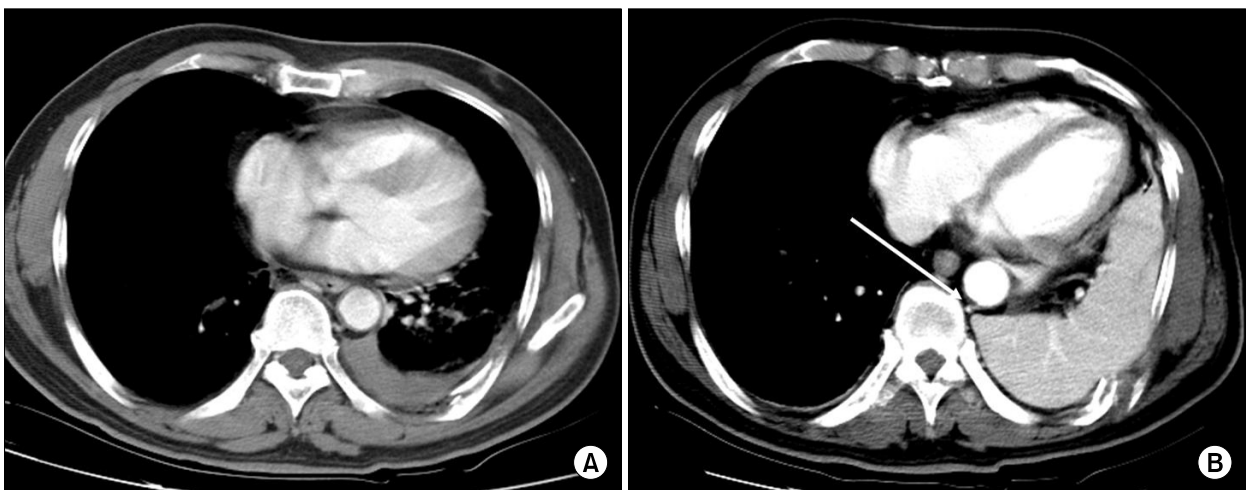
Chest computed tomography showing rib fracture and pleural effusion of left lung (A: admission), and rib fracture, interrupted line of diaphragm (white arrow) and herniated spleen in left hemithorax (B: follow-up on the 12th hospital day).
